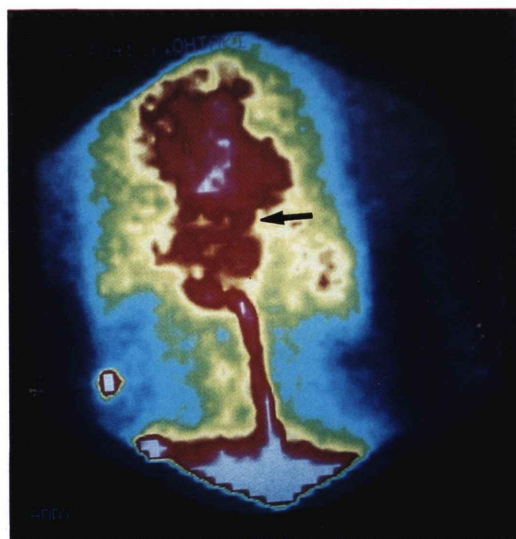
Per-rectal portal scintigram for case 1. Black arrow shows the esophageal varices.
